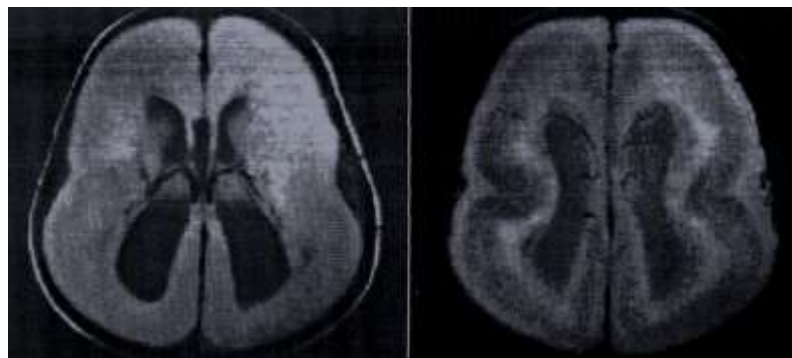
Lisencefalia en una niña de 3 meses. A, En esta RM axial de espín-densidad se observan una superficie encefálica lisa y unos ventriculos dilatados como consecuencia de una detención prematura de la migración neuronal. B, Observese el aspecto trilaminar de la corteza primitiva a nivel periférico, la matriz mas oscura en el centro, y las neuronas sin emigrar que han proliferado en la región periventricular en una imagen mas ponderada en T<sub>2</sub> correspondiente a un nivel mas alto. (Cortesía de Joseph R. Thompson, Department of Radiation Sciences, Loma Linda University School of Medicine, Loma Linda, California.)
